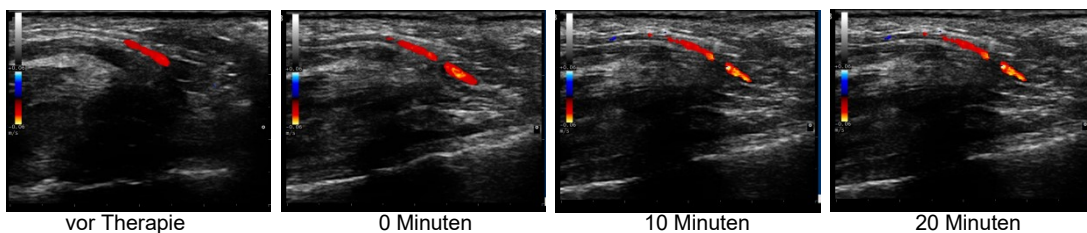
Farbdoppler der A. digitalis palmaris propria in Höhe des Interphalangealgelenks im Längsschnitt eines Patienten mit SSc zu allen Untersuchungszeitpunkten.
